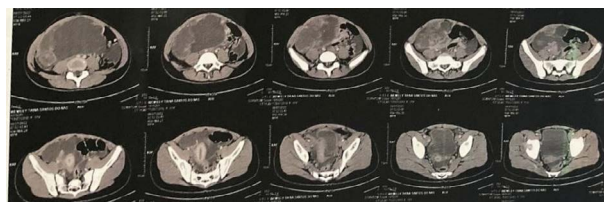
TC de abdome total (julho de 2022) mostrando volumosa massa heterogênea, predominantemente cística, com componentes sólidos, margens bem delimitadas e múltiplos septos grosseiros de permeio
